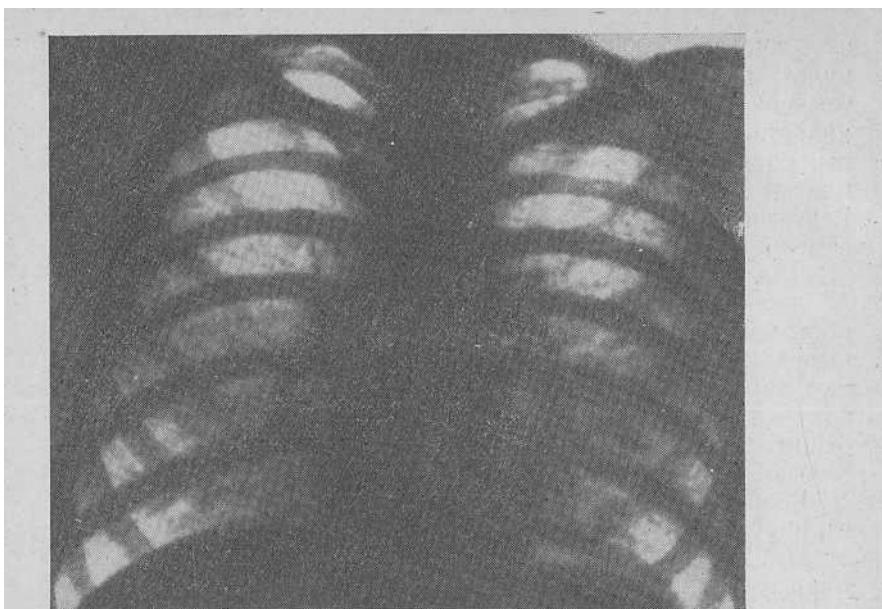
Милиарный туберкулез. Рентгенограмма.
